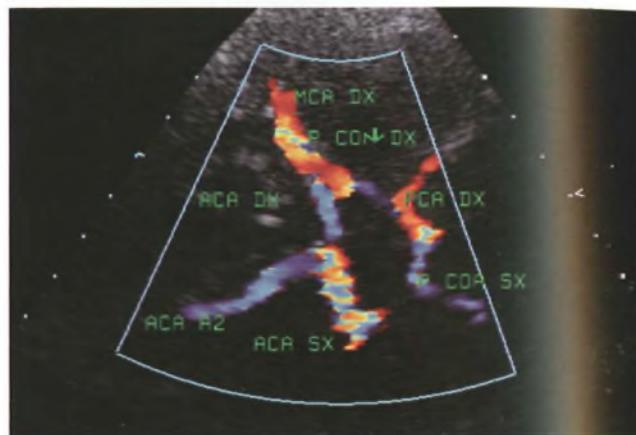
Eco-color-Doppler transcranico del circolo di Willis sul piano assiale mesencefalico (MCA = arteria cerebrale media; ACA = arteria cerebrale anteriore; PCA = arteria cerebrale posteriore; PCOA = arteria comunicante posteriore).
